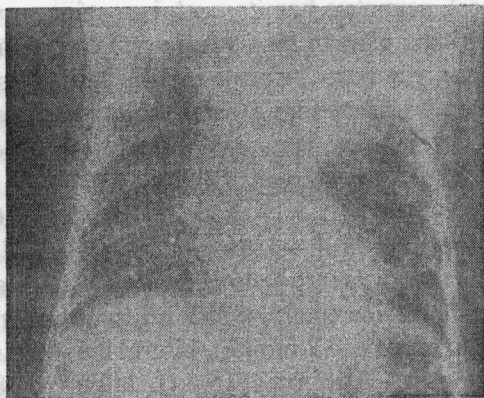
Radiografia cutiei toracice (descriere în text).
